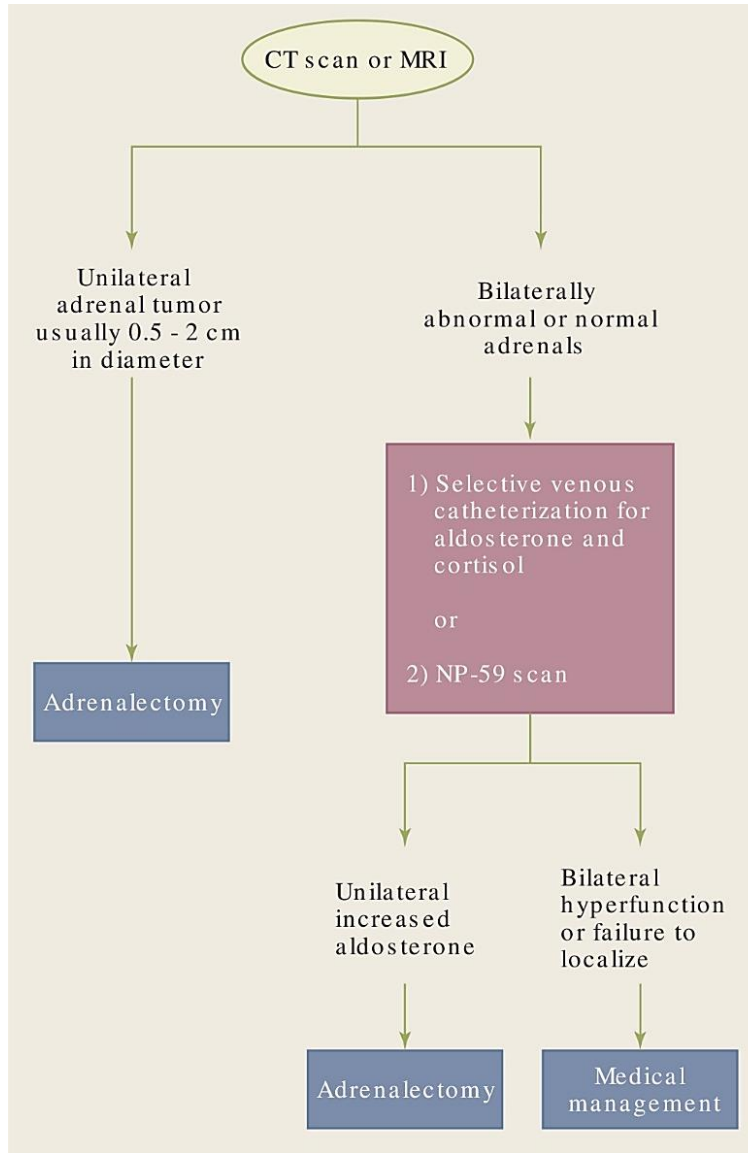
Management of an adrenal aldosteronoma. CT = computed tomography; MRI = magnetic resonance imaging.
